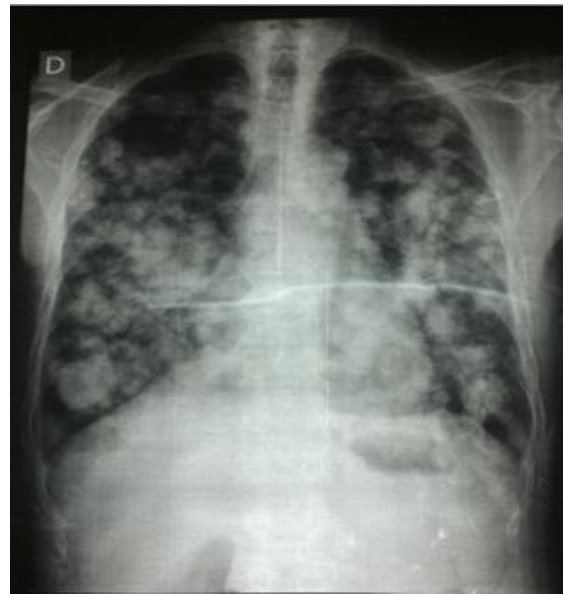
radiographie pulmonaire de face avec métastases pulmonaires
